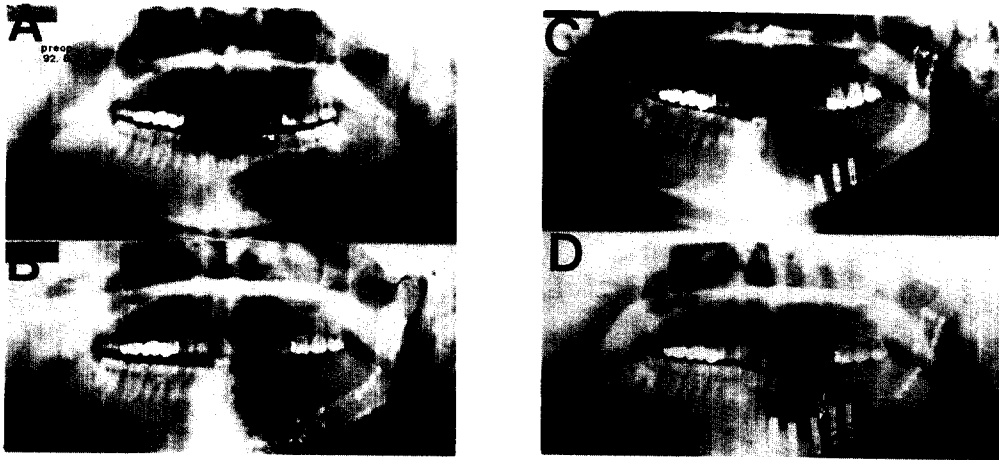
A, Preoperative orthopantomogram showing the original pathology(odontogenic myxoma) located in the right mandible. B, Postoperative 3 months' orthopantomogram in which the primary had been resected and reconstructed with fibular flap. C, Orthopantomogram of immediately after implantation. One fixture was installed on the host mandible(IMZ[®] implants, Diameter 4.0mm, length 13 mm) and four fixtures were on the neomandible(IMZ[®] implants, Diameter 4.0mm, length 11mm). D, Orthopantomogram of 24 months after implantation. The x-ray was taken while the prosthesis was temporarily removed. There is no notable periimplant bone loss except on the distal surface of the 3rd fixture(arrow).
